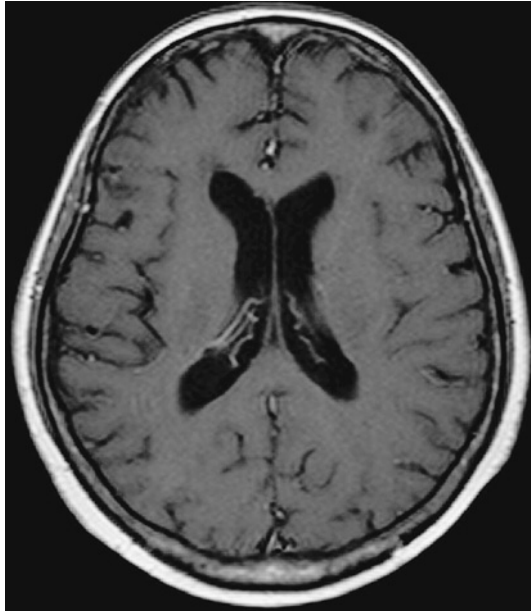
Brain MRI shows that the 2 metastatic lesions completely disappeared 15 months after radiotherapy.
